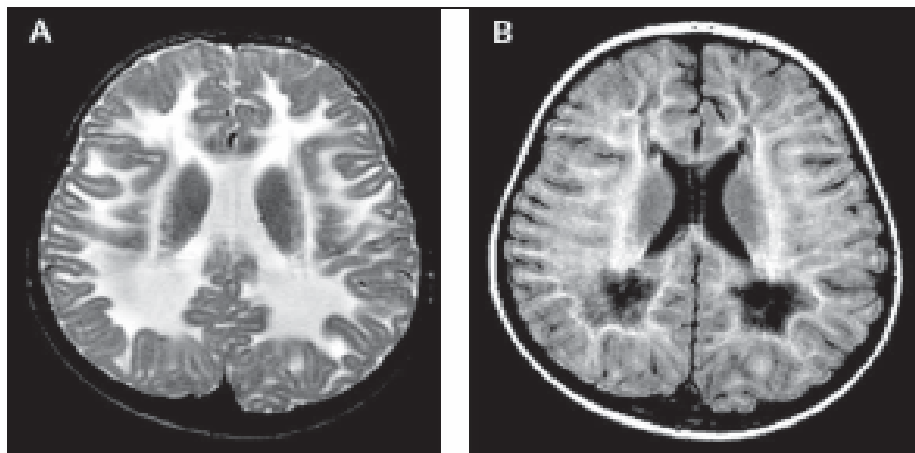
des images pondérées en T2 et en FLAIR d'un enfant atteint âgé de 3ans.
